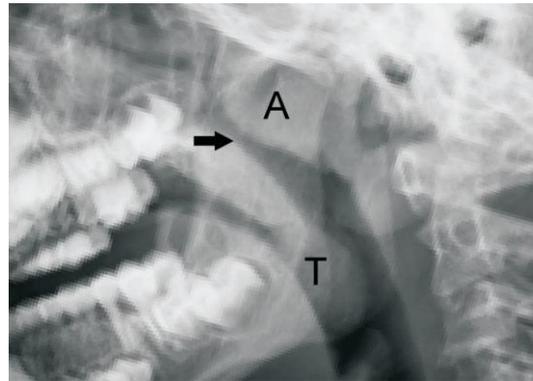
Imagen tomada de Li et al 2009¹⁷. Hipertrofia adenoidal que se observa claramente con una teleradiografía
